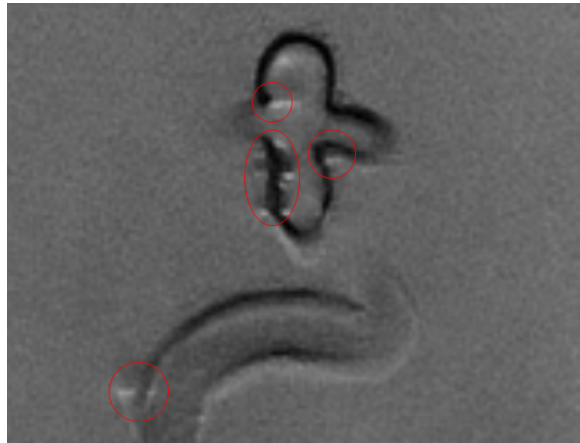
Les artefacts (marqué en cercle rouge) créés par le dépôt de l'âme en alliage sous Fast Spin Echo séquence de l'IRM.
